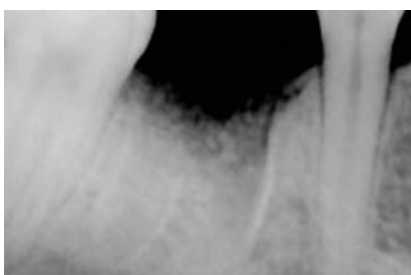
Рентгенограмма через 4 месяца.
